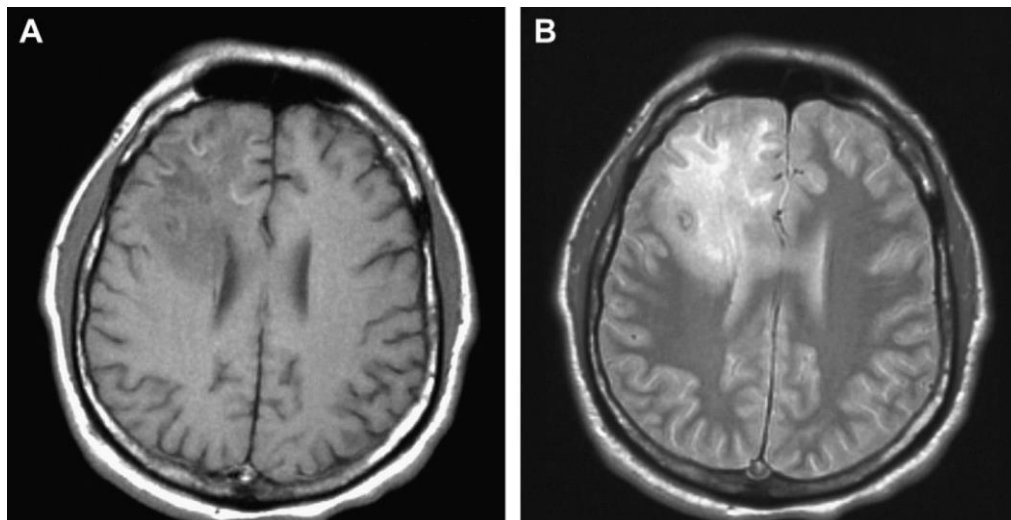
IRM d'un patient de 38 ans présentant une LEMP
